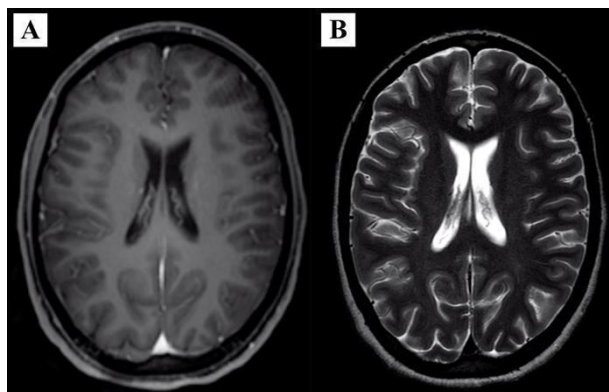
A) Ressonância Magnética Cerebral em ponderação T1; B) Ressonância Magnética Cerebral em ponderação T2.
